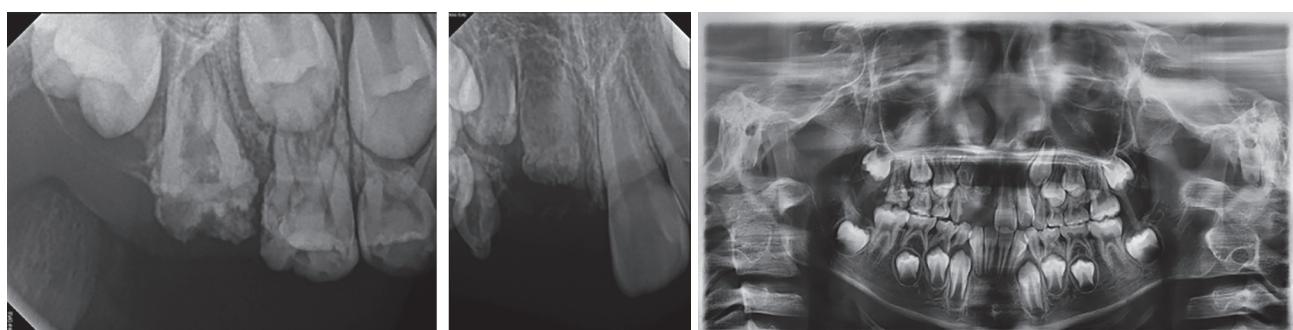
국소적 치아 이형성증 방사선 사진: 방사선 사진에서 상악 우측 제1대구치는 유령 치아(ghost tooth)의 외관과 함께 비정상적인 치과 및 치근 형태가 보이며, 상악 우측 영구 중절치와 측절치는 “tooth bud”가 제대로 발달하지 않은 것이 관찰된다[2].
